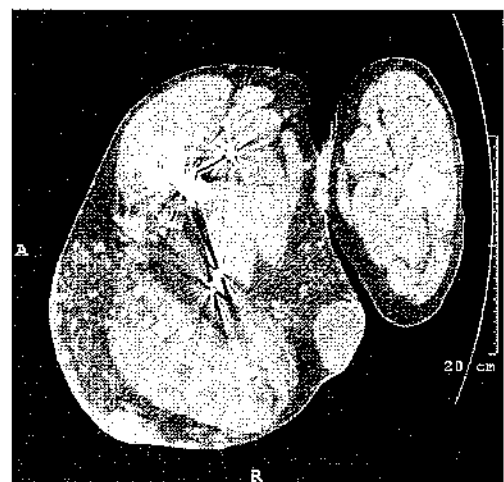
CTでは右大腿下外側に tumor をみとめる
